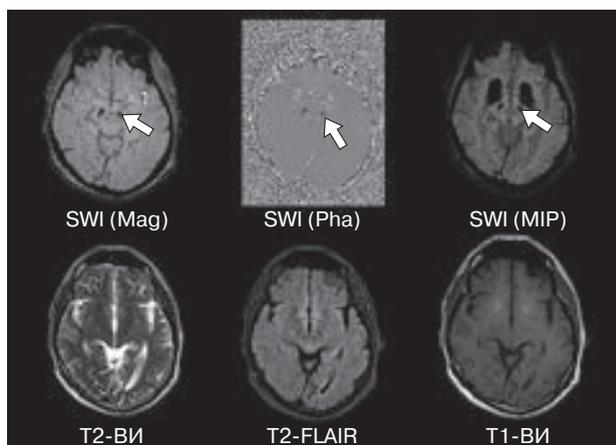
МРТ головного мозга (3 Тл) в режиме SWI (верхний ряд) в разных реконструкциях (по амплитуде, по фазе и по минимальной интенсивности) и в стандартных режимах исследования (нижний ряд). Минерализация в черной субстанции у пациента с болезнью Паркинсона. Стрелками указаны зоны с измененной интенсивностью МР-сигнала от черной субстанции, не визуализируемые в режимах T2-ВИ, T2-FLAIR и T1-ВИ.
